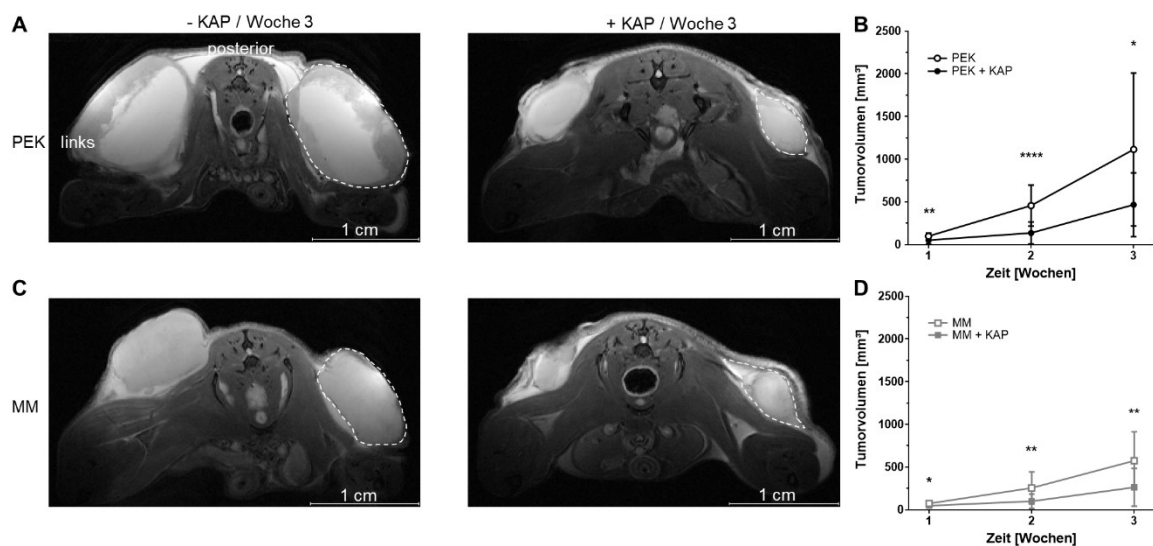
Bestimmung des anatomischen Tumorstadiums mittels MRT. Repräsentative MRT-Bilder (A, C; T2-gewichtet, axial) und quantitative Bewertung des Tumorstadiums (B, D). NSG Mäuse mit s.c. Flankentumoren, entweder PEK oder MM, wurden drei Wochen lang mit oder ohne KAP behandelt. Die KAP Behandlung begann vier Tage nach der Injektion der Tumorzellen und wurde alle vier Tage wiederholt. Die KAP Behandlung führte zu einer signifikanten Verringerung des Wachstums von PEK und MM während der dreiwöchigen Beobachtungszeit. Leere Symbole stehen für unbehandelte Tumoren, gefüllte Symbole für KAP behandelte Tumoren. Die Daten sind als MW \pm SD ($n = 20-24$ Proben pro Zeitpunkt) angegeben. Analyse mit Zweifweg-ANOVA gefolgt vom Bonferroni Post-hoc Test für Mehrfachvergleiche. * $p \leq 0,05$;  $p \leq 0,01$;  $p \leq 0,0001$ im Vergleich zu unbehandeltem PEK oder MM. Die gestrichelte Linie markiert das rechte Tumorstadium.
